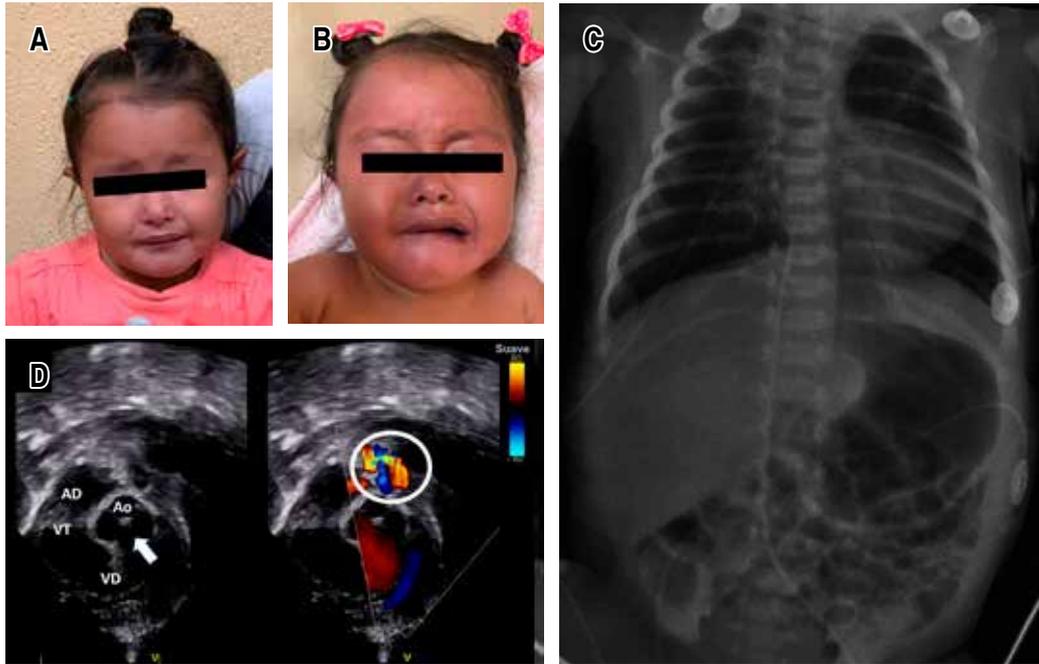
A) Se observa paciente con síndrome de delección 22q:11.2 en reposo con facies característica con hendiduras palpebrales estrechas, punta nasal bulbosa y narinas antevertidas. B) Facies asimétrica al llanto con desplazamiento hacia abajo de la boca del lado izquierdo mientras que no hay movimiento del lado derecho. C) Radiografía de tórax que muestra una morfología cardíaca anormal con la punta levantada, arco medio izquierdo excavado y flujo pulmonar disminuido. Además hay ausencia de sombra tímica y no se observa la desviación normal hacia la derecha de la tráquea; se aprecia un contorno al lado derecho de la columna vertebral por el arco aórtico derecho. D) Ecocardiograma, vista ventrículo derecho tres cámaras, muestra comunicación interventricular (flecha) y atresia pulmonar al encontrar obstrucción a la salida del ventrículo derecho y un mosaico de color (*aliasing*) al Doppler color (círculo). AD = atrio derecho. VT = válvula tricúspide. Ao = aorta. VD = ventrículo derecho.
